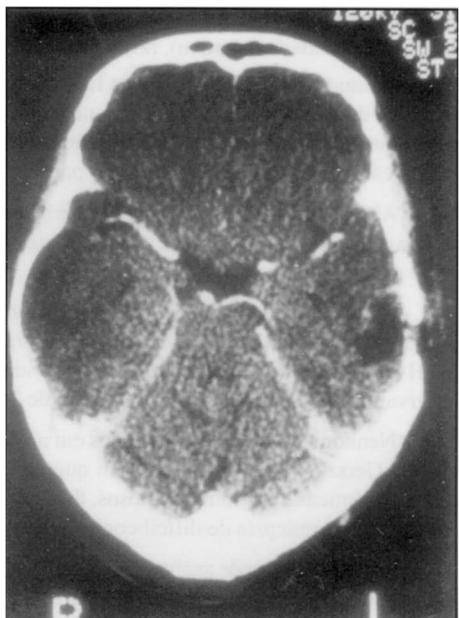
Caso 1. TC pós-operatória. Área hipodensa no local operado não realçada após o contraste, demonstrando a ausência da lesão.
